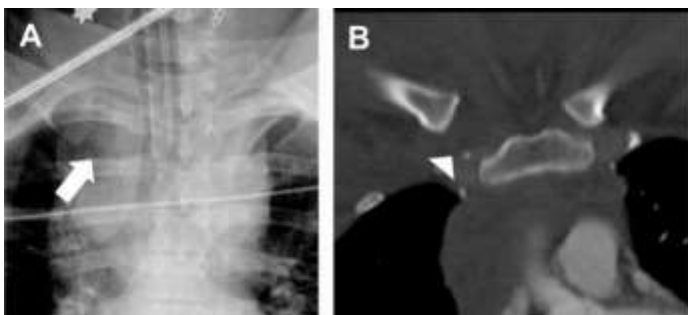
Передний грудино-ключичный вывих. ((A) Конусообразная рентгенограмма грудной клетки с центром в грудино-ключичных суставах показывает расширение правого грудино-ключичного сустава (стрелка). ((B) Расширение лучше видно на коронарной компьютерной томографии грудной клетки (стрелка).
